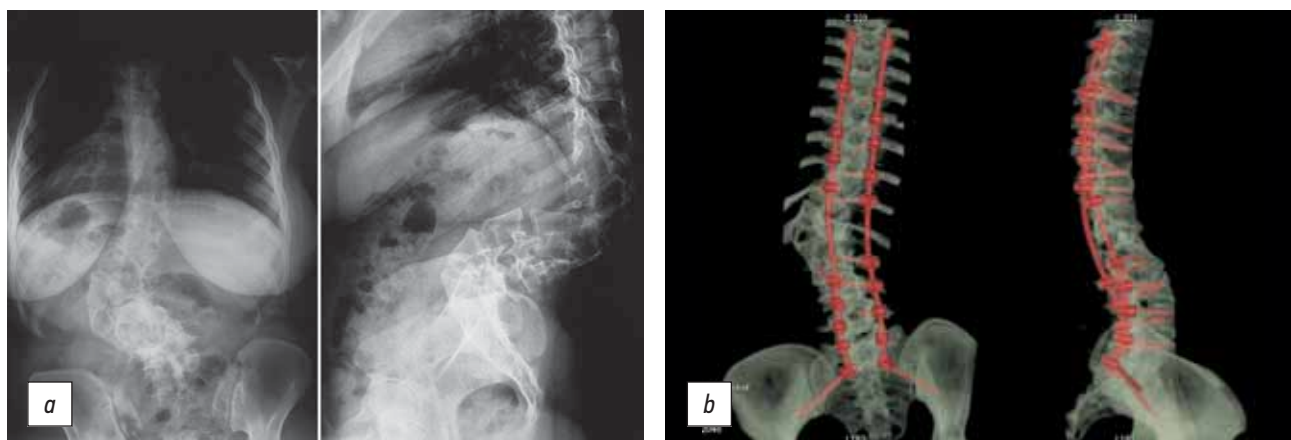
Пациентка К., 21 год. Диагноз: «Врожденный левосторонний грудопоясничный кифосколиоз». Операция: резекция полупозвонка T12–L1, дорсальная коррекция деформации и позвоночно-тазовая фиксация методом S2AIS: *a* — рентгенограмма до операции; *b* — компьютерно-томографическая реконструкция после операции
